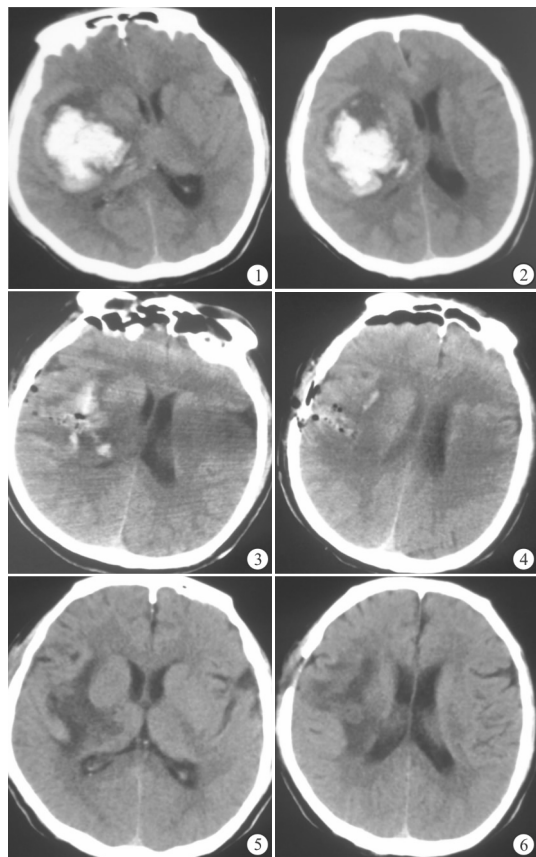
2 术前头颅CT 图3、4 直切口小骨窗经侧裂岛叶入路清除血肿术后复查头颅CT 图5、6 术后2月复查头颅CT
